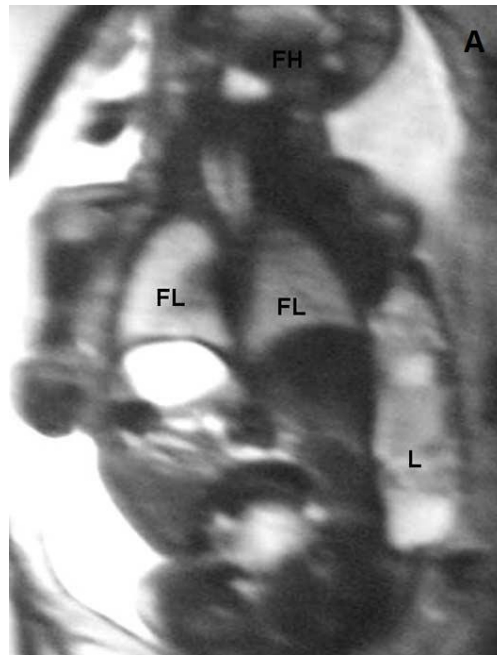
IRM (image pondérée en T2) d'une section coronale montrant l'extension du lymphangiome de la région axillaire vers le bassin du fœtus, sans invasion du bras droit. (FH : tête, FL : poumon, L : Lymphangiome)[11]
